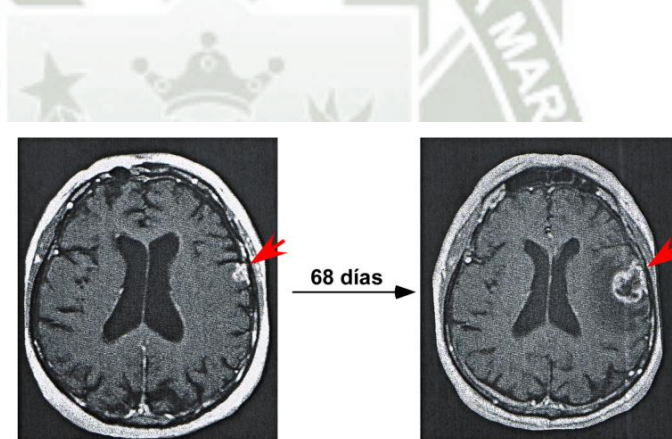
Imagen de resonancia magnética de un Glioblastoma Primario.
